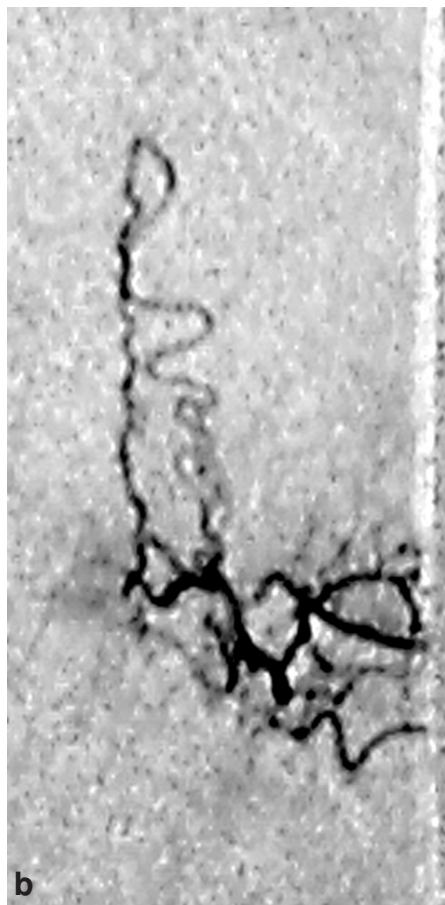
Fistule artérioveineuse dure à drainage veineux péri-médullaire. IRM, coupe sagittale pondérée T2 (1a). Traces de laminectomie en L2-L3 et L4-L5. Tassement du plateau supérieur de L1. Récidive de hernie discale en L2-L3. Hypersignal du cône médullaire étendu sur une hauteur de plus de 3 vertèbres et images serpigneuses et micronodulaires à flux rapide “vides de signal” autour et au-dessus du cône. Angiographie par cathétérisme super-sélectif : opacification de la fistule et du drainage péri-médullaire (1b).
